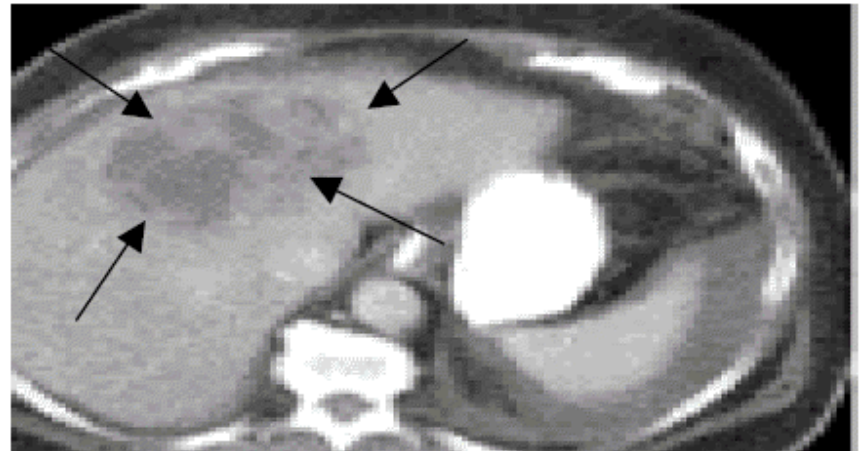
TAC, imagen del absceso hepático.
